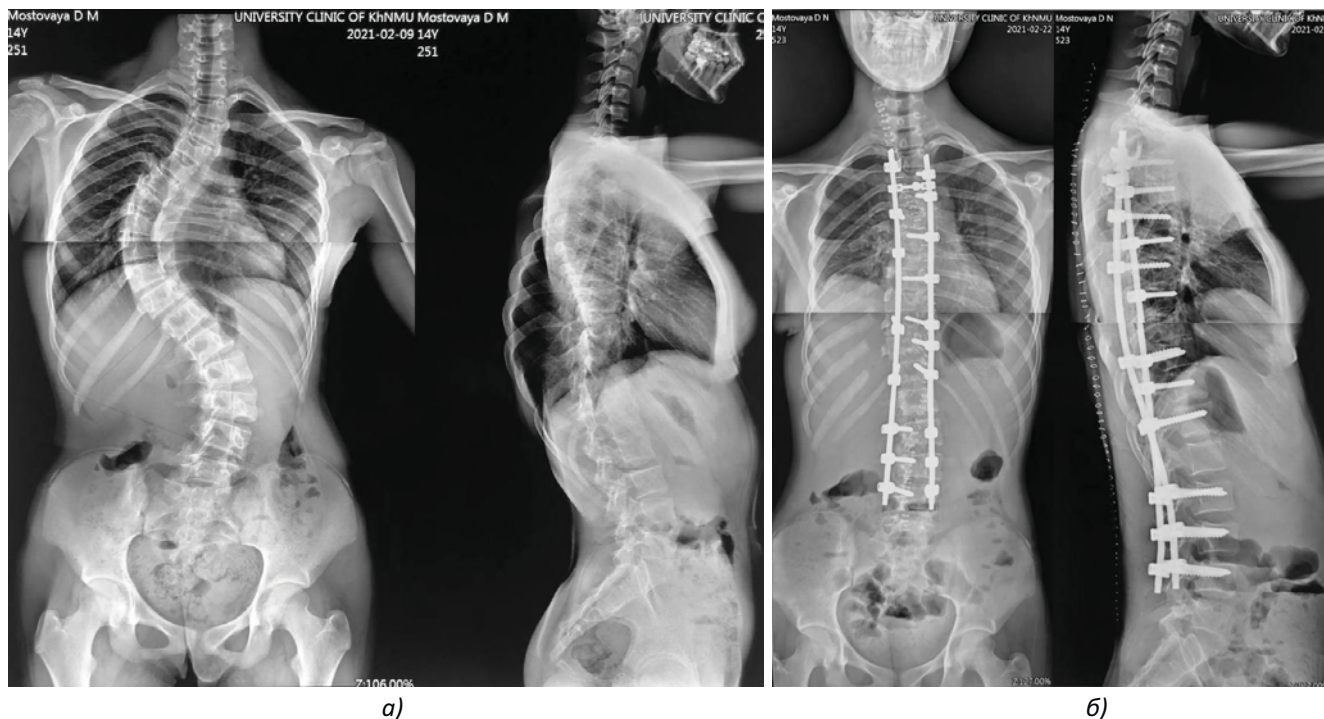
Рентгенограми хворої віком 14 років із правобічним ідіопатичним сколіозом 4-го ступеня в передньо-задній та бічній проекціях до (а) і після (б) двоетапного хірургічного втручання (1-ша група). До хірургічного втручання кут грудного викривлення становив 89° , а поперекового – 65° за Cobb, грудний кіфоз – 25° , поперековий лордоз – 44° . Після заднього коригувального спондилодезу грудне викривлення стало 30° , поперекове – 24° , грудний кіфоз – 19° , поперековий лордоз – 40°
